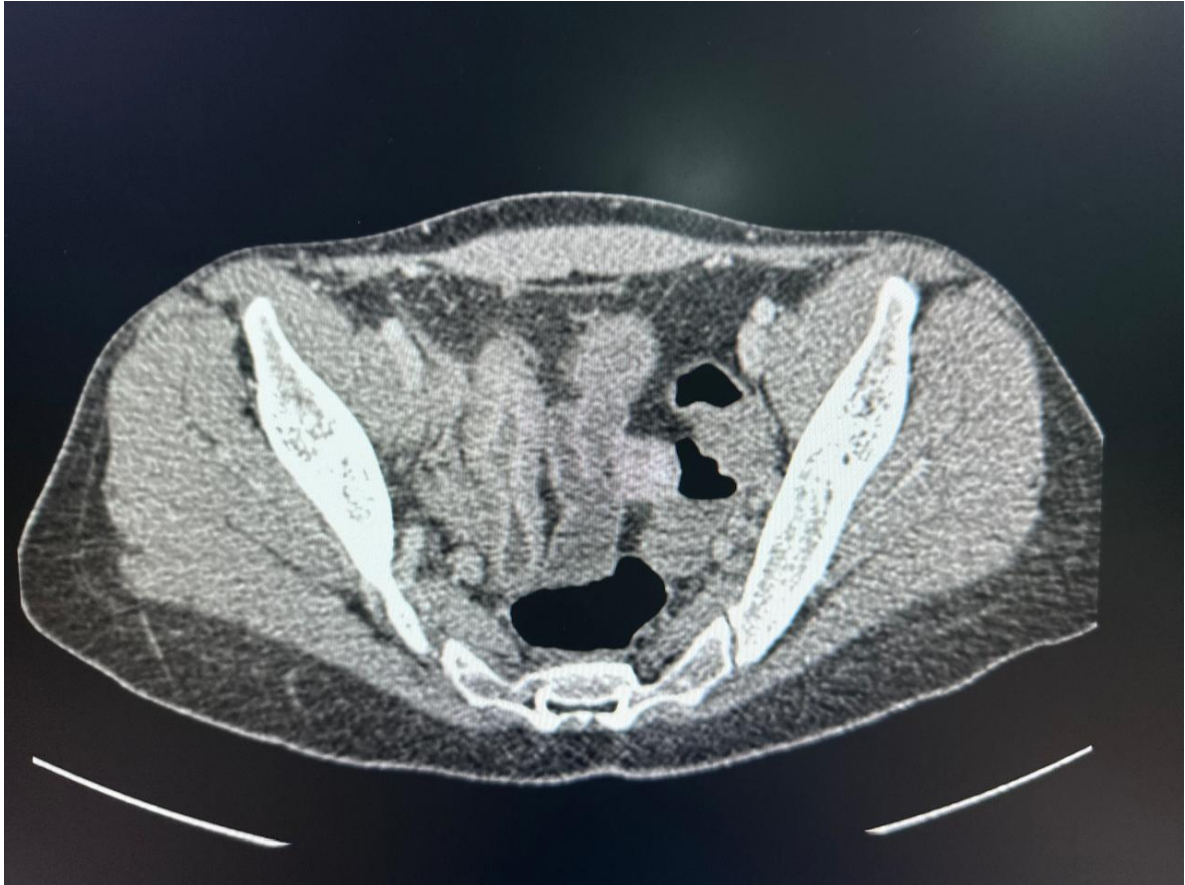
a : TDM abdomino-pelvienne, coupe axiale après injection du produit de contraste : épaississement pariétal circonférentiel et régulier sténosant de l'iléon terminal avec infiltration de la graisse mésentérique adjacente, en rapport avec une atteinte inflammatoire iléale active. (Service de Radiologie, CHU Mohammed VI, Marrakech ,Image issue de notre série)
